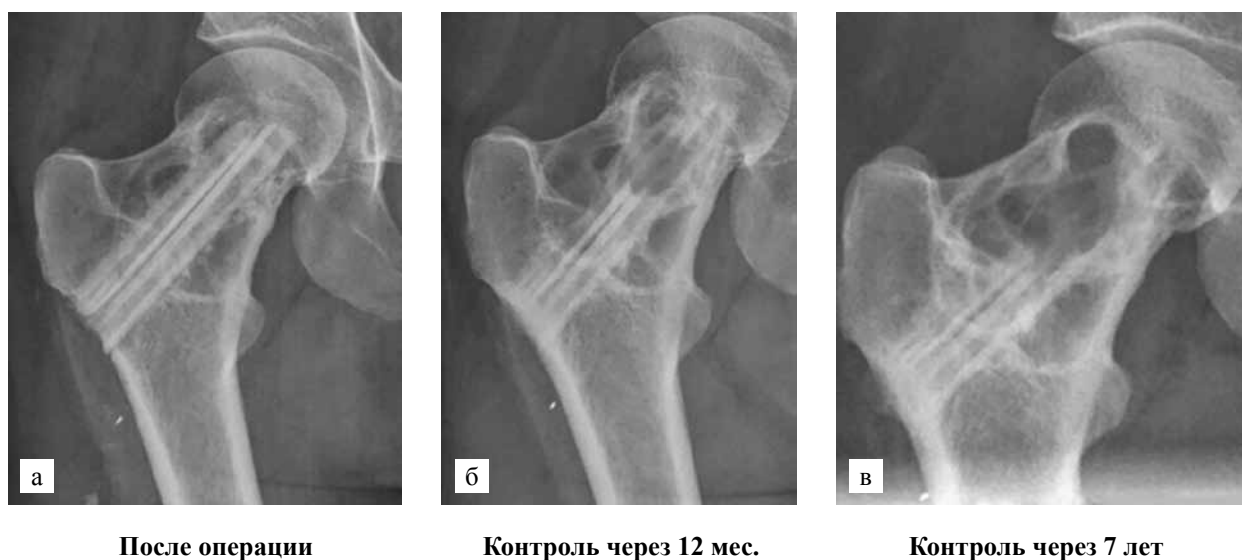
Рентгенограммы шейки правой бедренной кости в динамике: а – после операции: видны два кортикальных аллотрансплантата из малоберцовой кости в очаге поражения с минимальным соприкосновением с сохраненной костью проксимально; б – через 1 год резорбция трансплантата постепенно увеличивается; в – через 7 лет трансплантат-распорка резорбируется по всей длине диаметра, теряя свою стабилизирующую функцию
